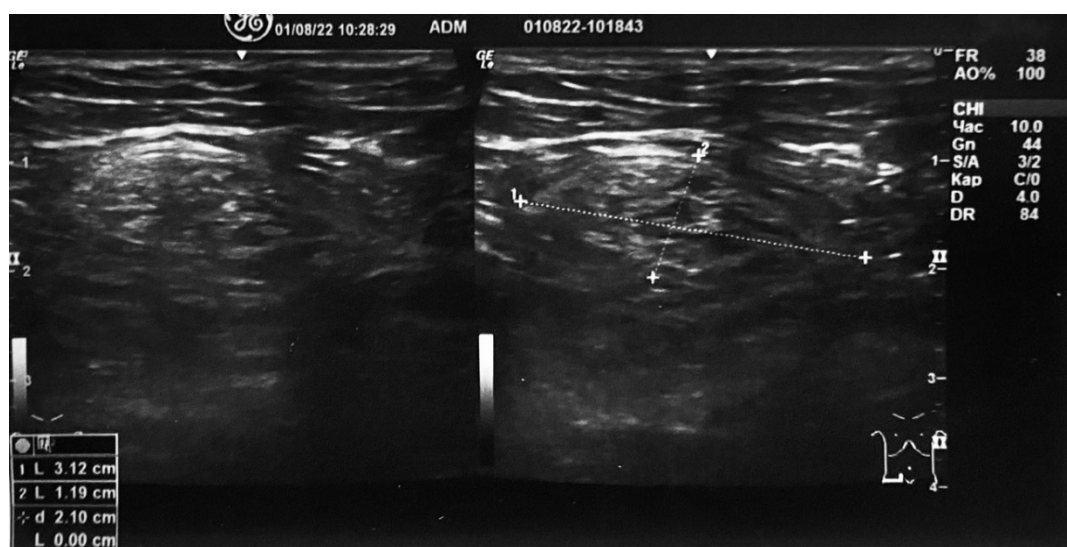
УЗИ правой паховой области в положении стоя, размер пахового канала составляет  $3,12 \times 1,19$  см
